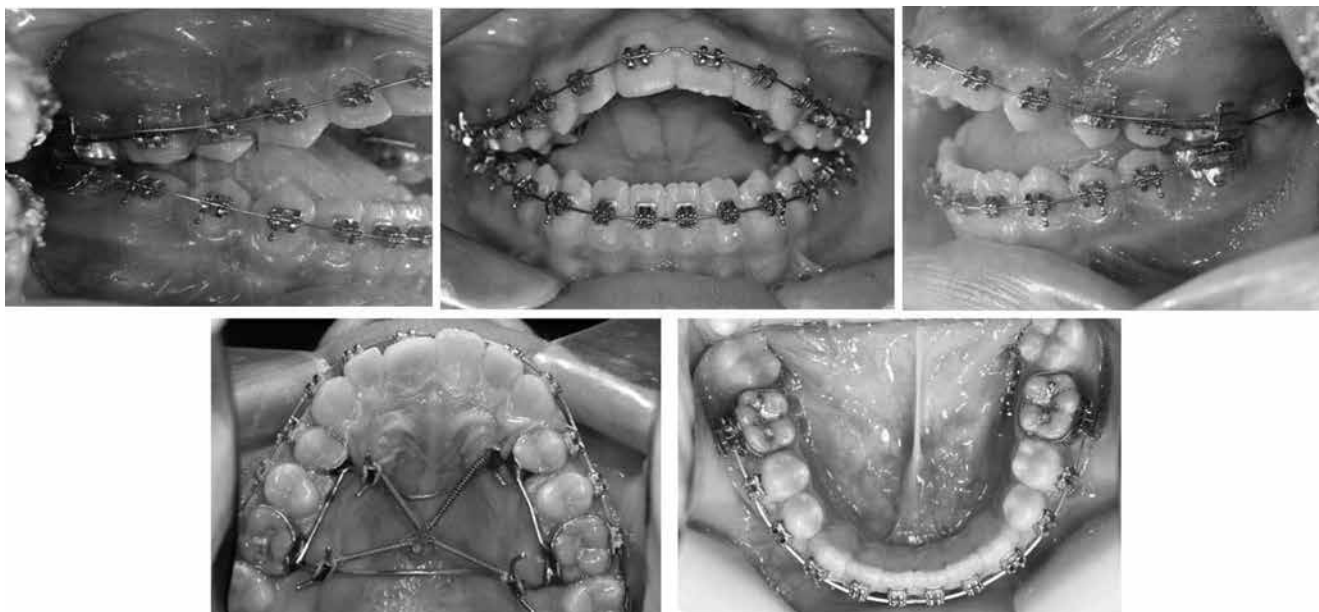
На обе челюсти установлены непрерывные дуги, начато воздействие сил интрузии на верхние боковые зубы
